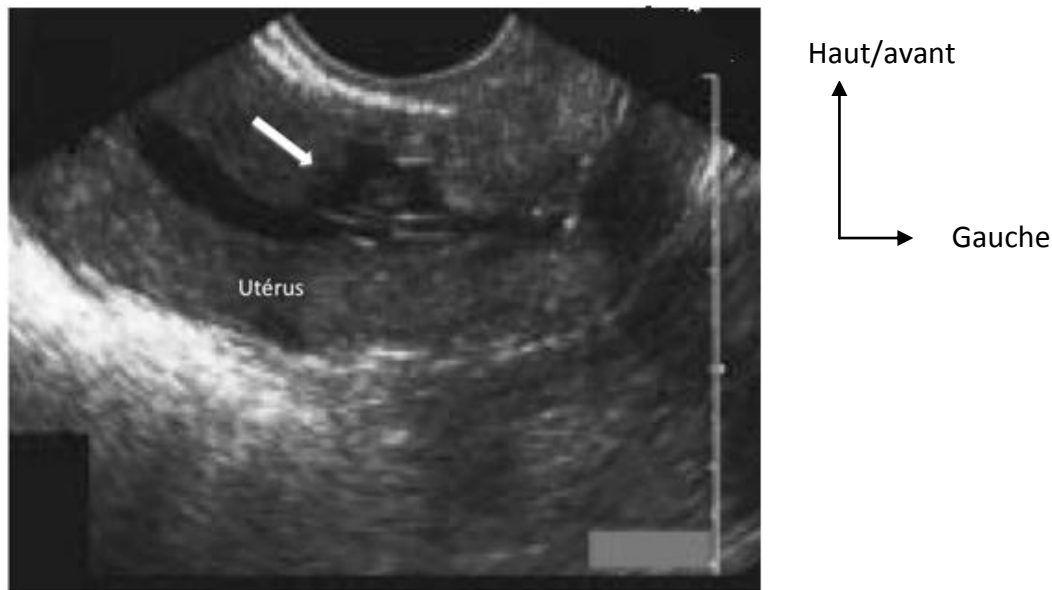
Grossesse sur cicatrice de césarienne à l'échographie
